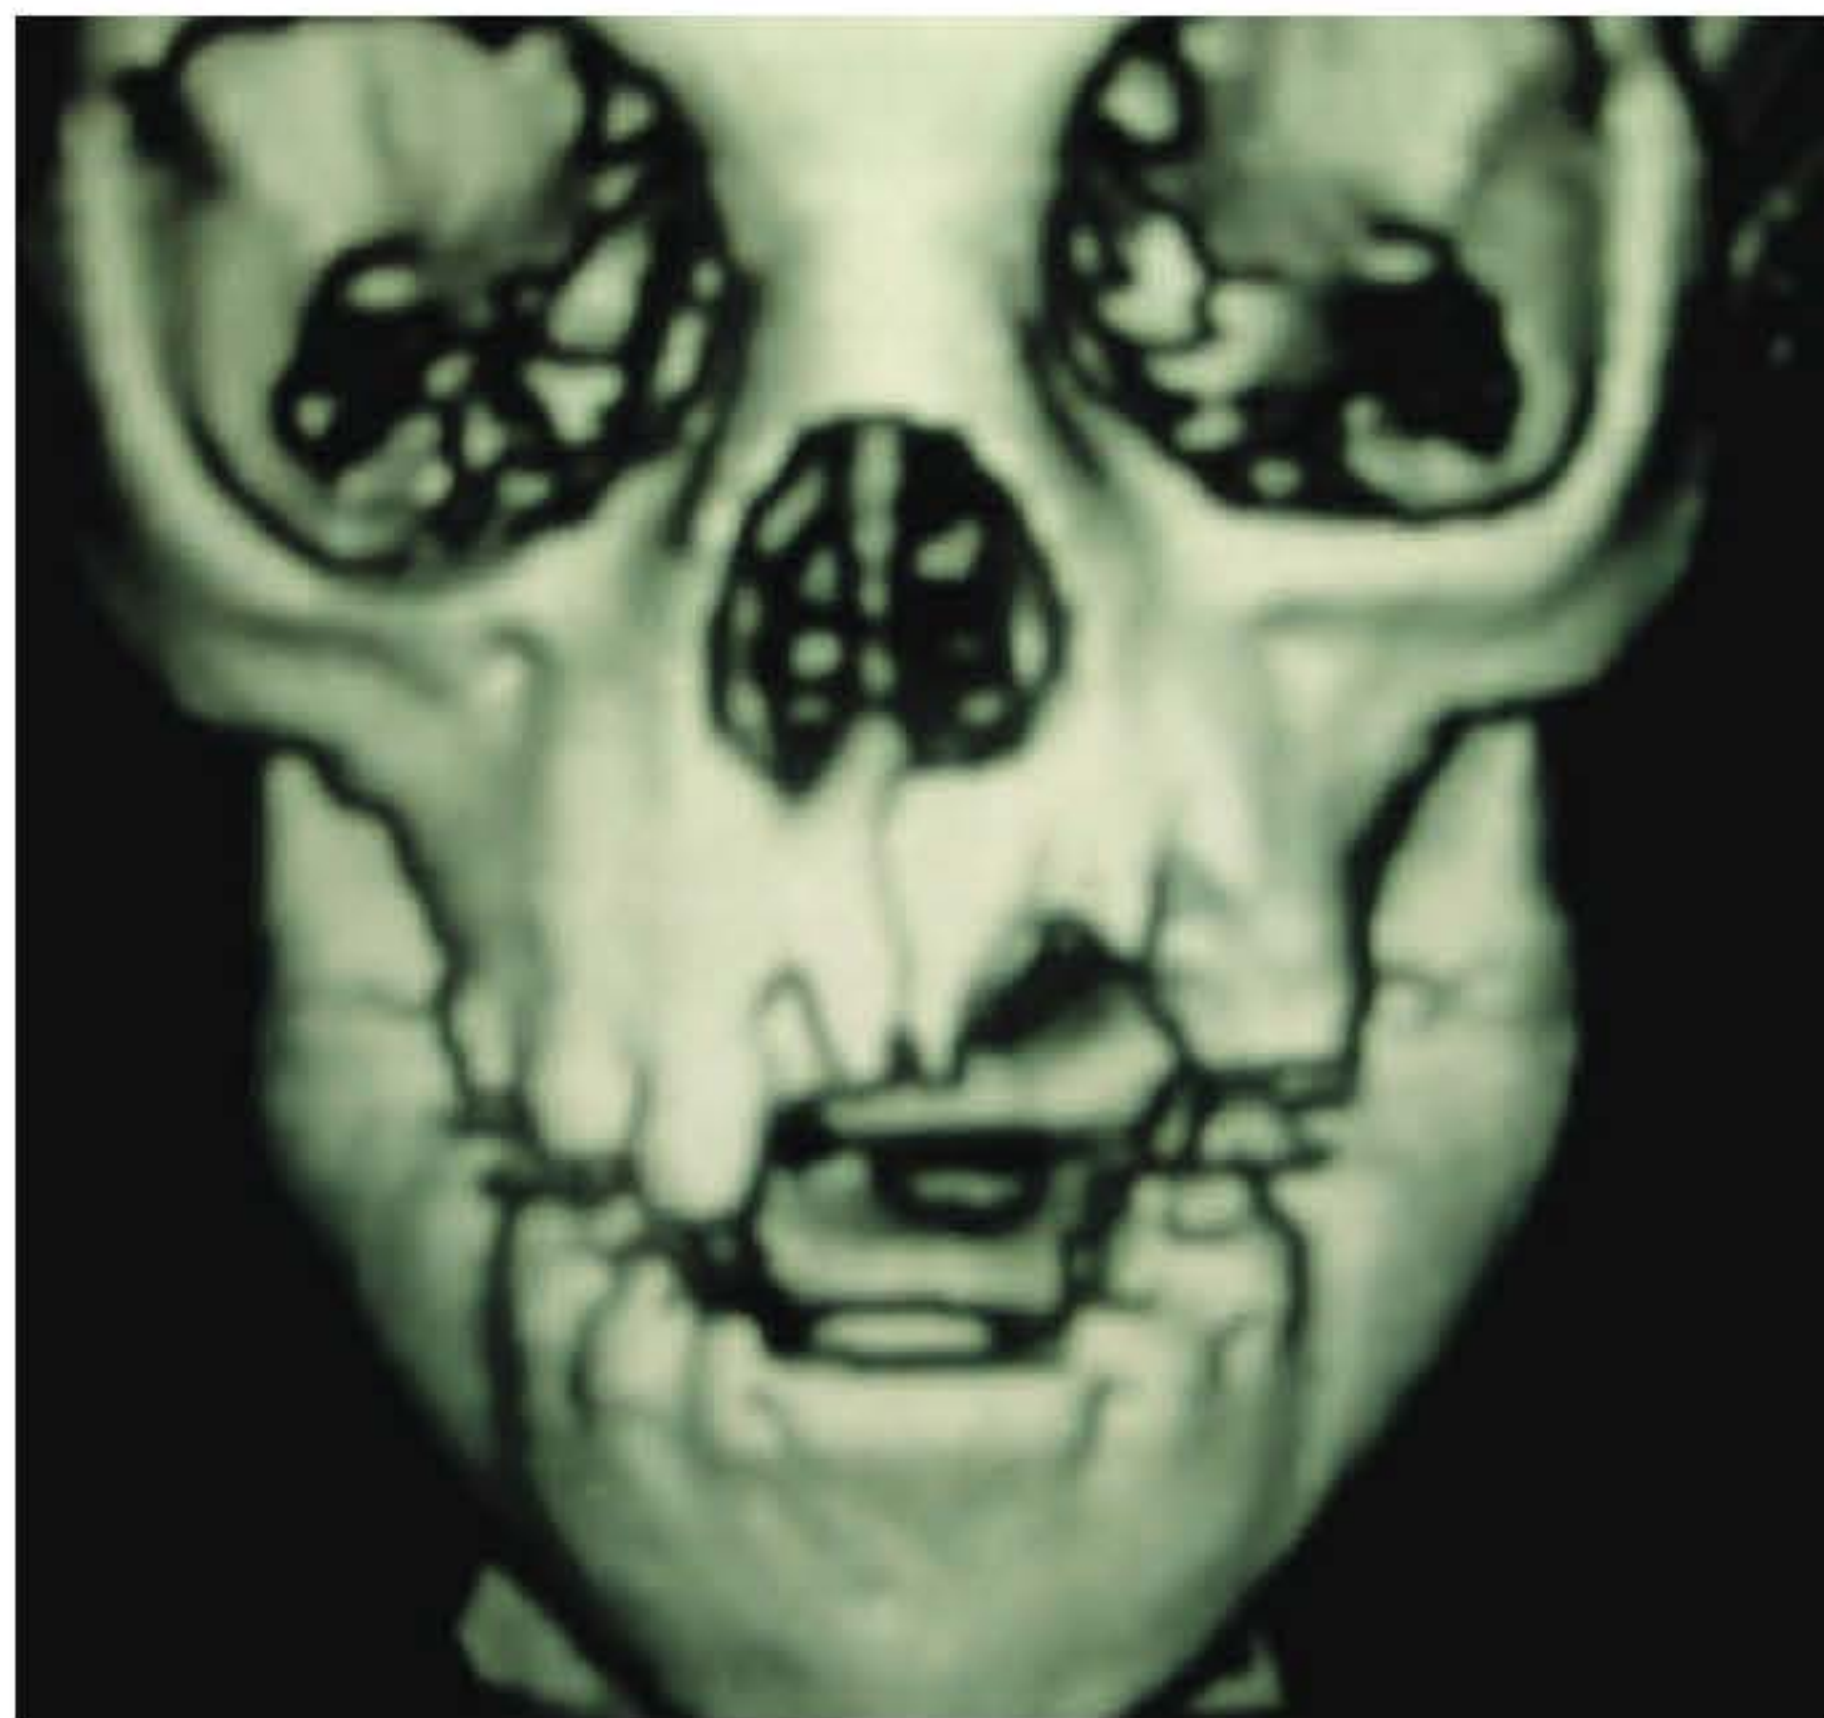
► Fratura dentoalveolar de maxila em TC-3D.
